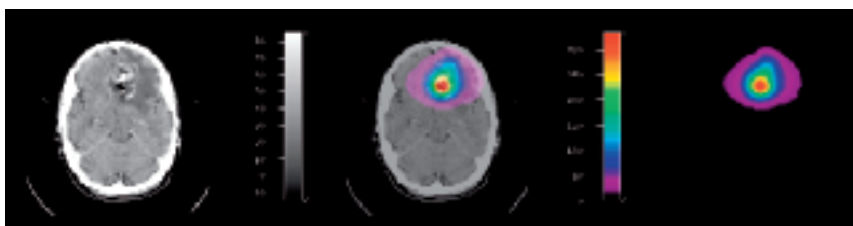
Überlagerung von CT (links) und Nuklidverteilung (rechts) zu einem Fusionsbild (Mitte). Die orthotope Dosisdeposition ist im Fusionsbild gut erkennbar; die Nuklidverteilung lässt sich ohne anatomischen Kontext nicht interpretieren.
